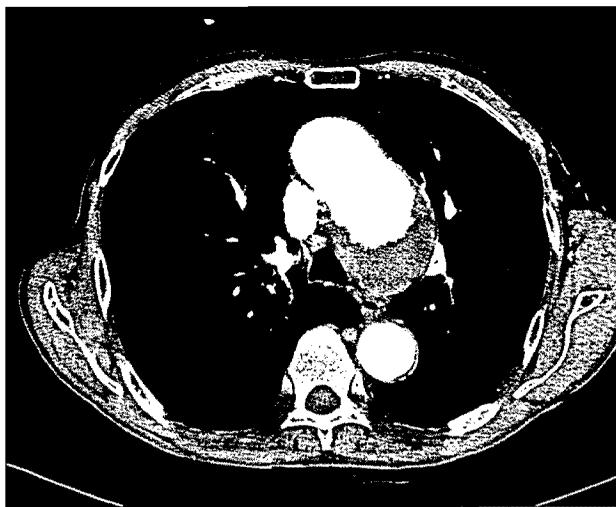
Preoperative CT angiography shows thrombotic aneurysmal changes in aortic arch.
